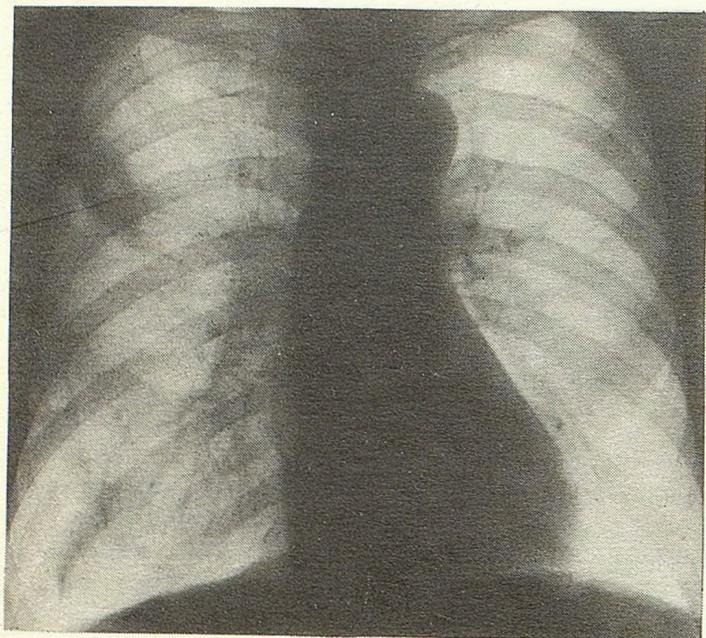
Рентгенограмма того же больного после антибактериальной терапии. Значительное уменьшение размеров тени, в центре которой видна полость.
